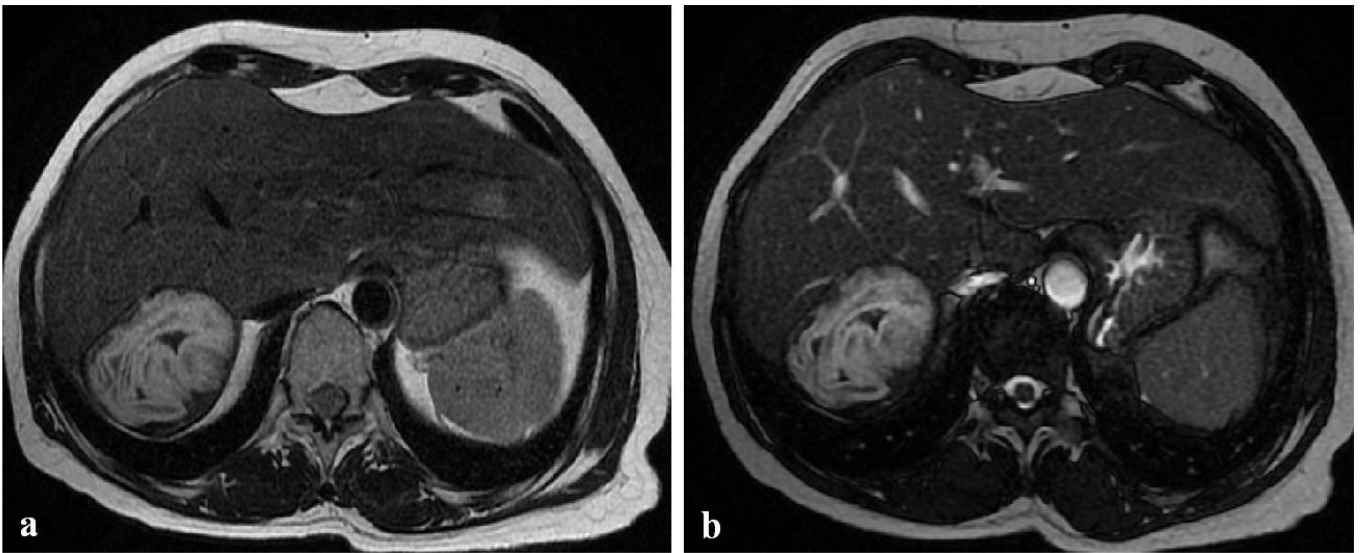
Cisti da Echinococco in RM: in corrispondenza del VII segmento epatico si documenta una cisti da echinococco la cui la parete calcifica appare ipointensa sia in T1 che in T2, mentre la parte centrale mostra segnale iperintenso sia in T1 che in T2 (a-b).
